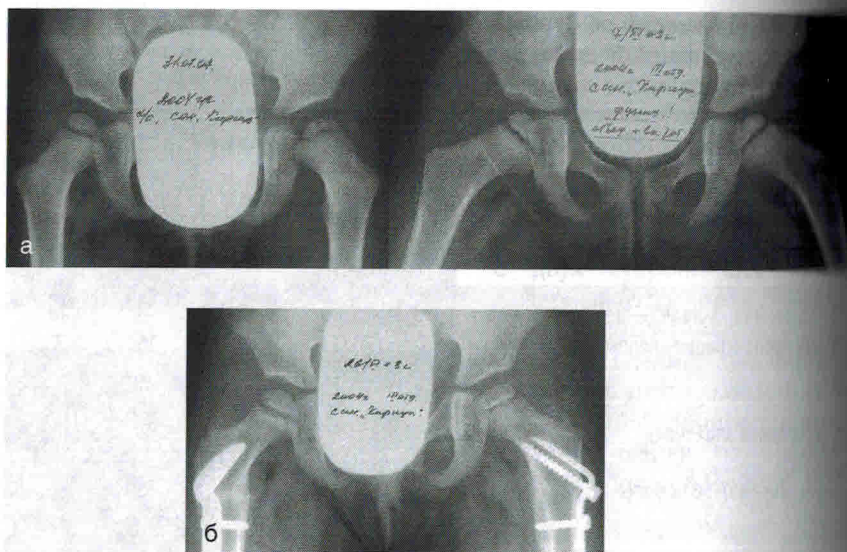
Больная Г., 3,5 года (история болезни № 616, 2007 г.). Диагноз «дисплазия тазобедренных суставов, асептический некроз головки бедренной кости слева», рентгенограммы: а — до операции; децентрация головки, шеечно-диафизарный угол 130° с обеих сторон, угол антеверсии шейки справа 45° , слева 56° ; б — через 6 мес после деторсионной остеотомии бедра с двух сторон; головки центрированы, шеечно-диафизарный угол справа 130° , слева 128° (Майоров А.Н., 2009)
